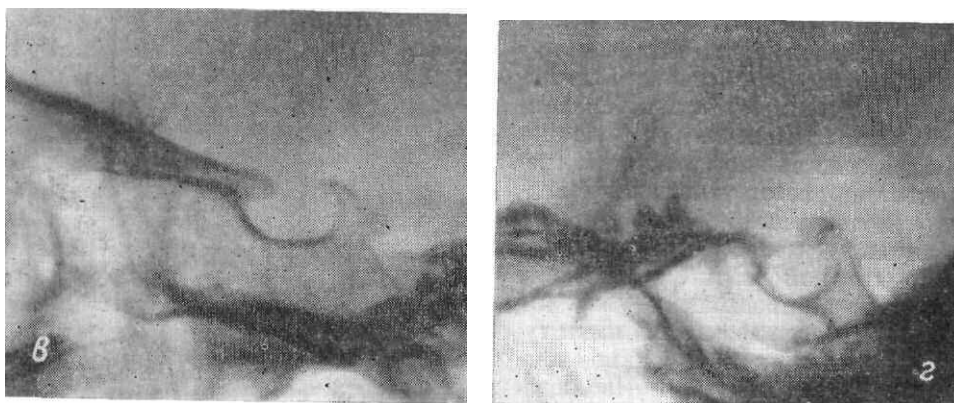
Прицельные рентгенограммы черепа в боковой проекции. Варианты формы турецкого седла: о — глубокая; б — в - плоская; з — круглая. Обызвествление межклиновидных связок (б).
